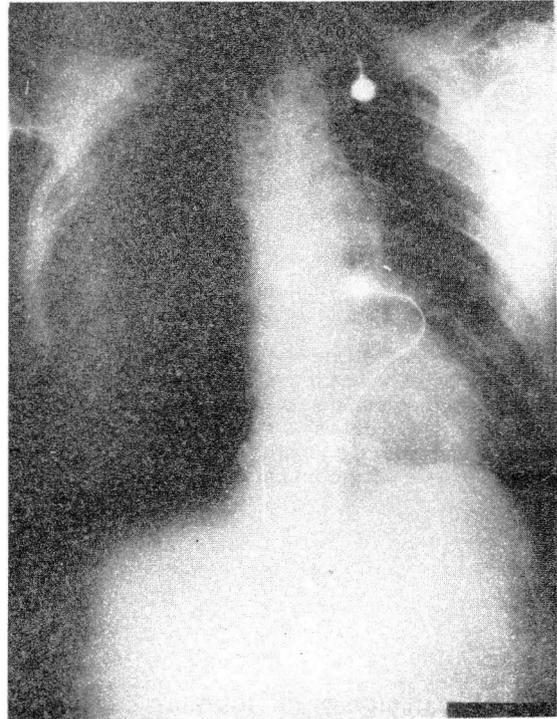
Radiografía de tórax del postoperatorio inmediato en la que se observa el tubo de drenaje mediastinal y pleural. Silueta mediastinal de morfología normal.
